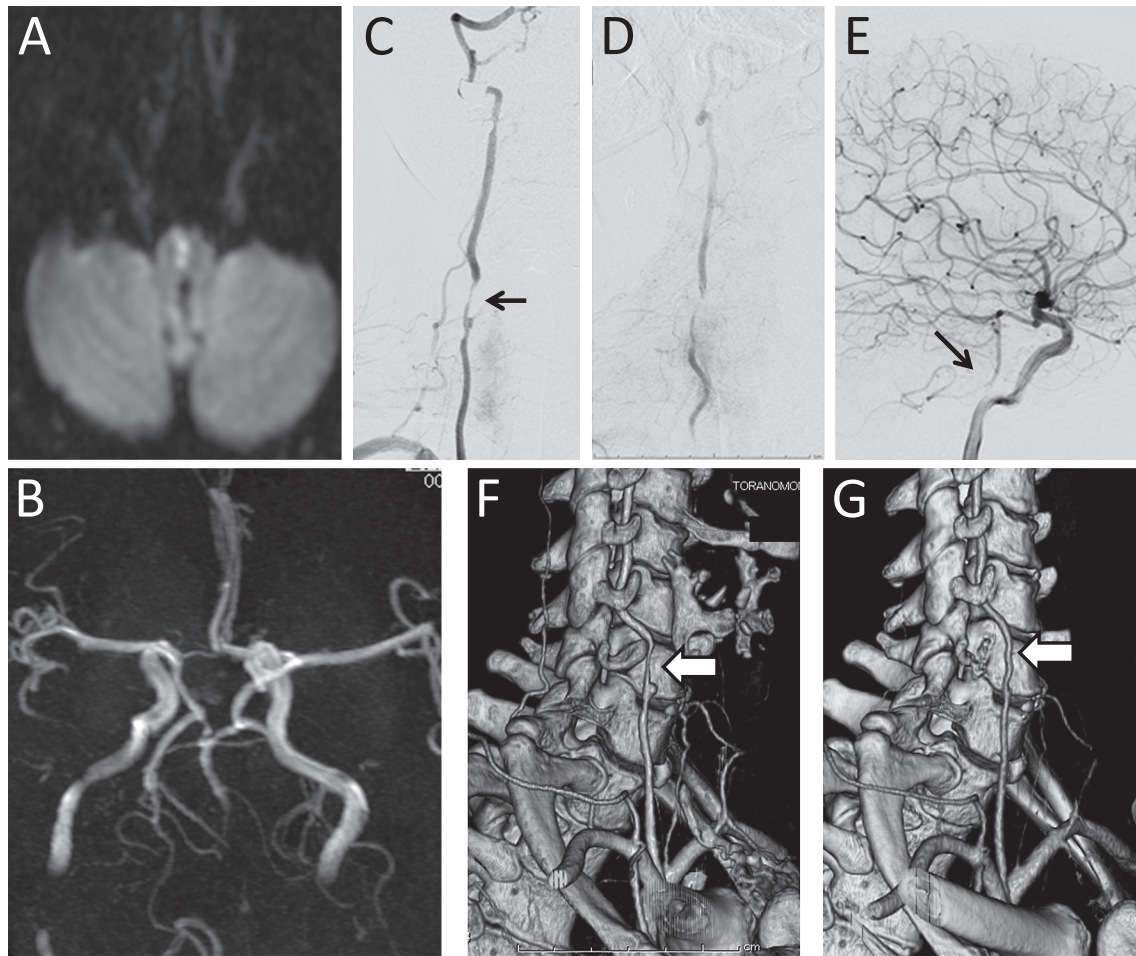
Preoperative MRI (A), MR angiography (B), cerebral angiography (C-E), CT angiography (F), and postoperative CT angiography (G). A: Diffusion-weighted MRI (Axial, TR 4100, TE 98, b value = 1,000 sec/mm²) shows a slight high-intensity lesion in the right medial medulla. B: The vertebral arteries are not visualized bilaterally. C: Right vertebral artery, lateral view. In neutral head position with normal flow, there is a pearl and strings sign (arrow) of the right vertebral artery at the C6 vertebral level. D: Right vertebral artery, lateral view. In right rotation, there appears to be disappearance of blood flow. E: Left carotid artery, lateral view. In neutral head position, there is the blood supply from the anterior circulation through the posterior communicating artery to the origin of the anterior inferior cerebellar artery (AICA). F: Preoperative CT angiography on neutral position of the head shows anterior displacement and compression of the vertebral artery due to transverse process of C6. G: Postoperative CT angiography shows no compression of right vertebral artery at C6.
